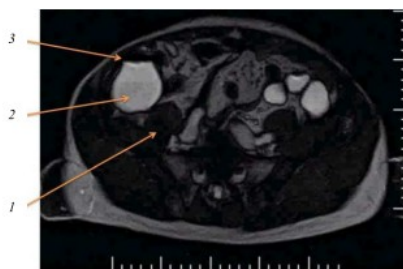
Положение купола слепой кишки по данным МРТ:
